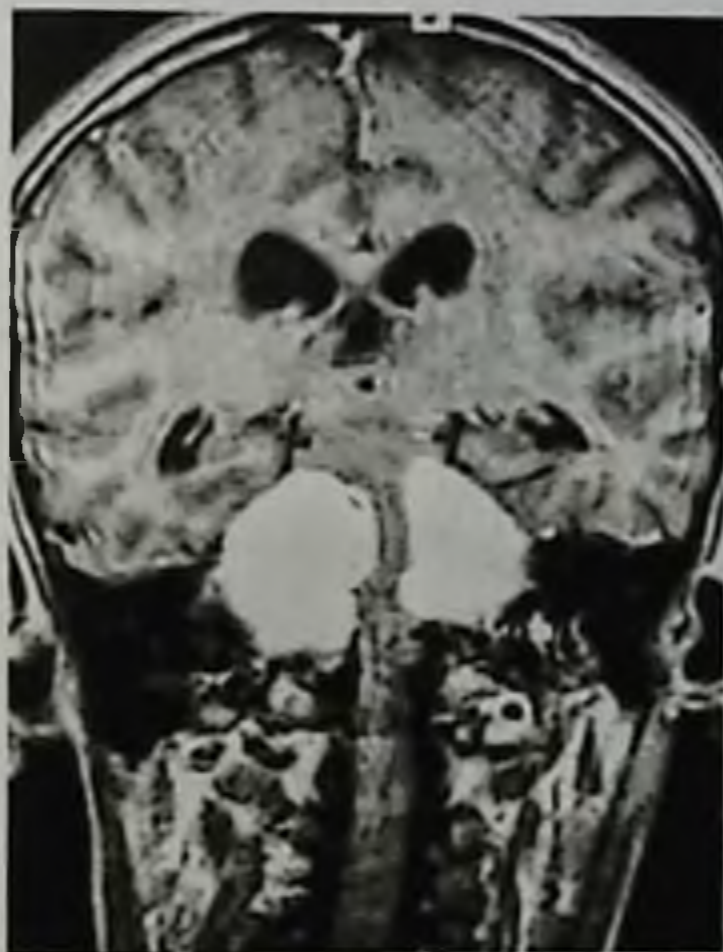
Нейрофиброматоз 2-го типа. Двусторонние невриномы VIII нерва. Магнитно-резонансная томограмма, Т1-взвешенное изображение с контрастным усилением; фронтальная проекция
